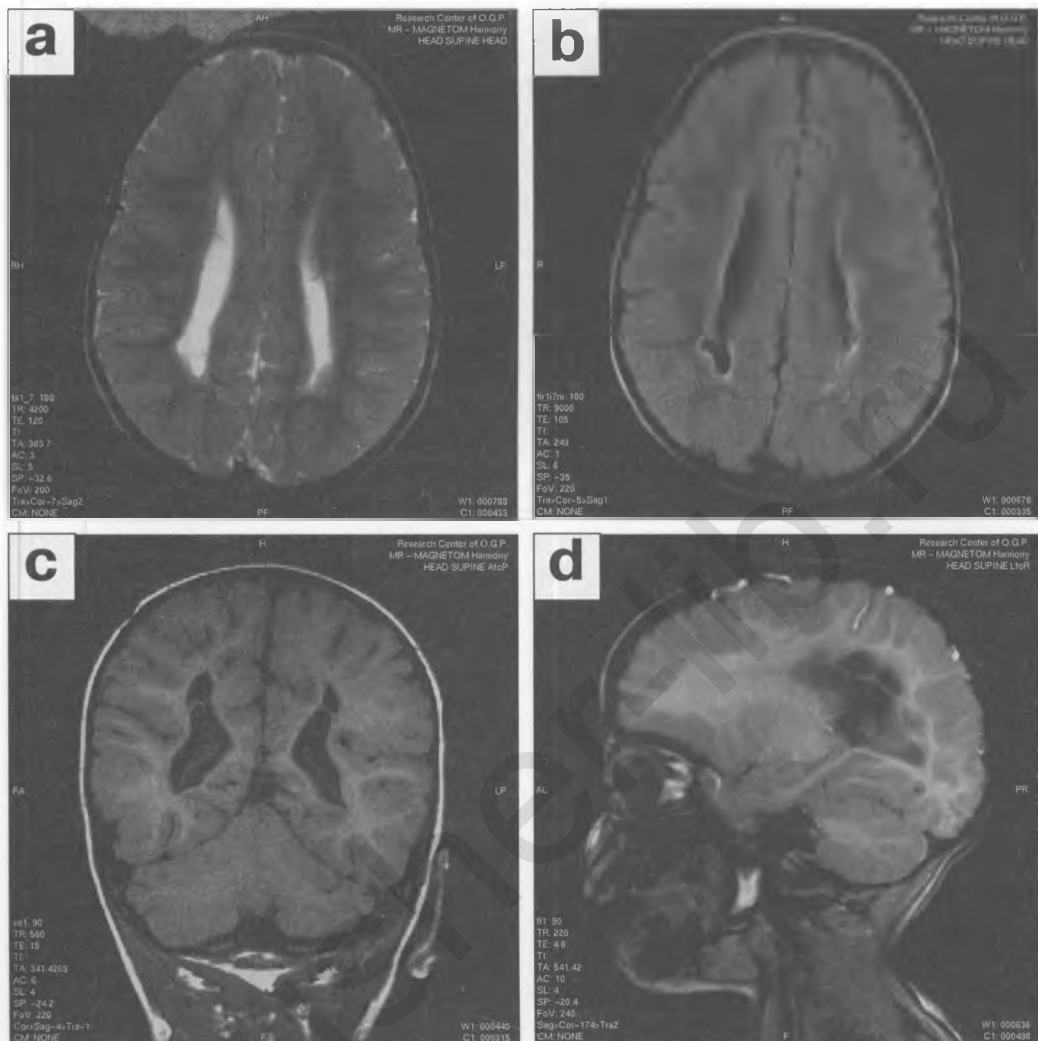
Пациентка Т.А., 3 года (последствия внутриутробной гипоксии и перенесенного в 1 год жизни венрикулита). На аксиальных T_2 -взвешенных изображениях, полученных с помощью TSE (a) и FLAIR (b), хорошо видна деформация контуров расширенных боковых желудочков. Использование FLAIR позволяет четко выявить наличие нарушения миелинизации перивентрикулярного белого вещества. T_1 -взвешенные изображения в коронарной SE (c) и сагитальной GE (d) проекциях дополнительно показывают присутствие паравентрикулярных кист, часть которых соединяется с полостью боковых желудочков (порэнцефалия). Обращает на себя внимание некоторое углубление и расширение борозд полушарий головного мозга, увеличенный просвет межполушарной щели.
